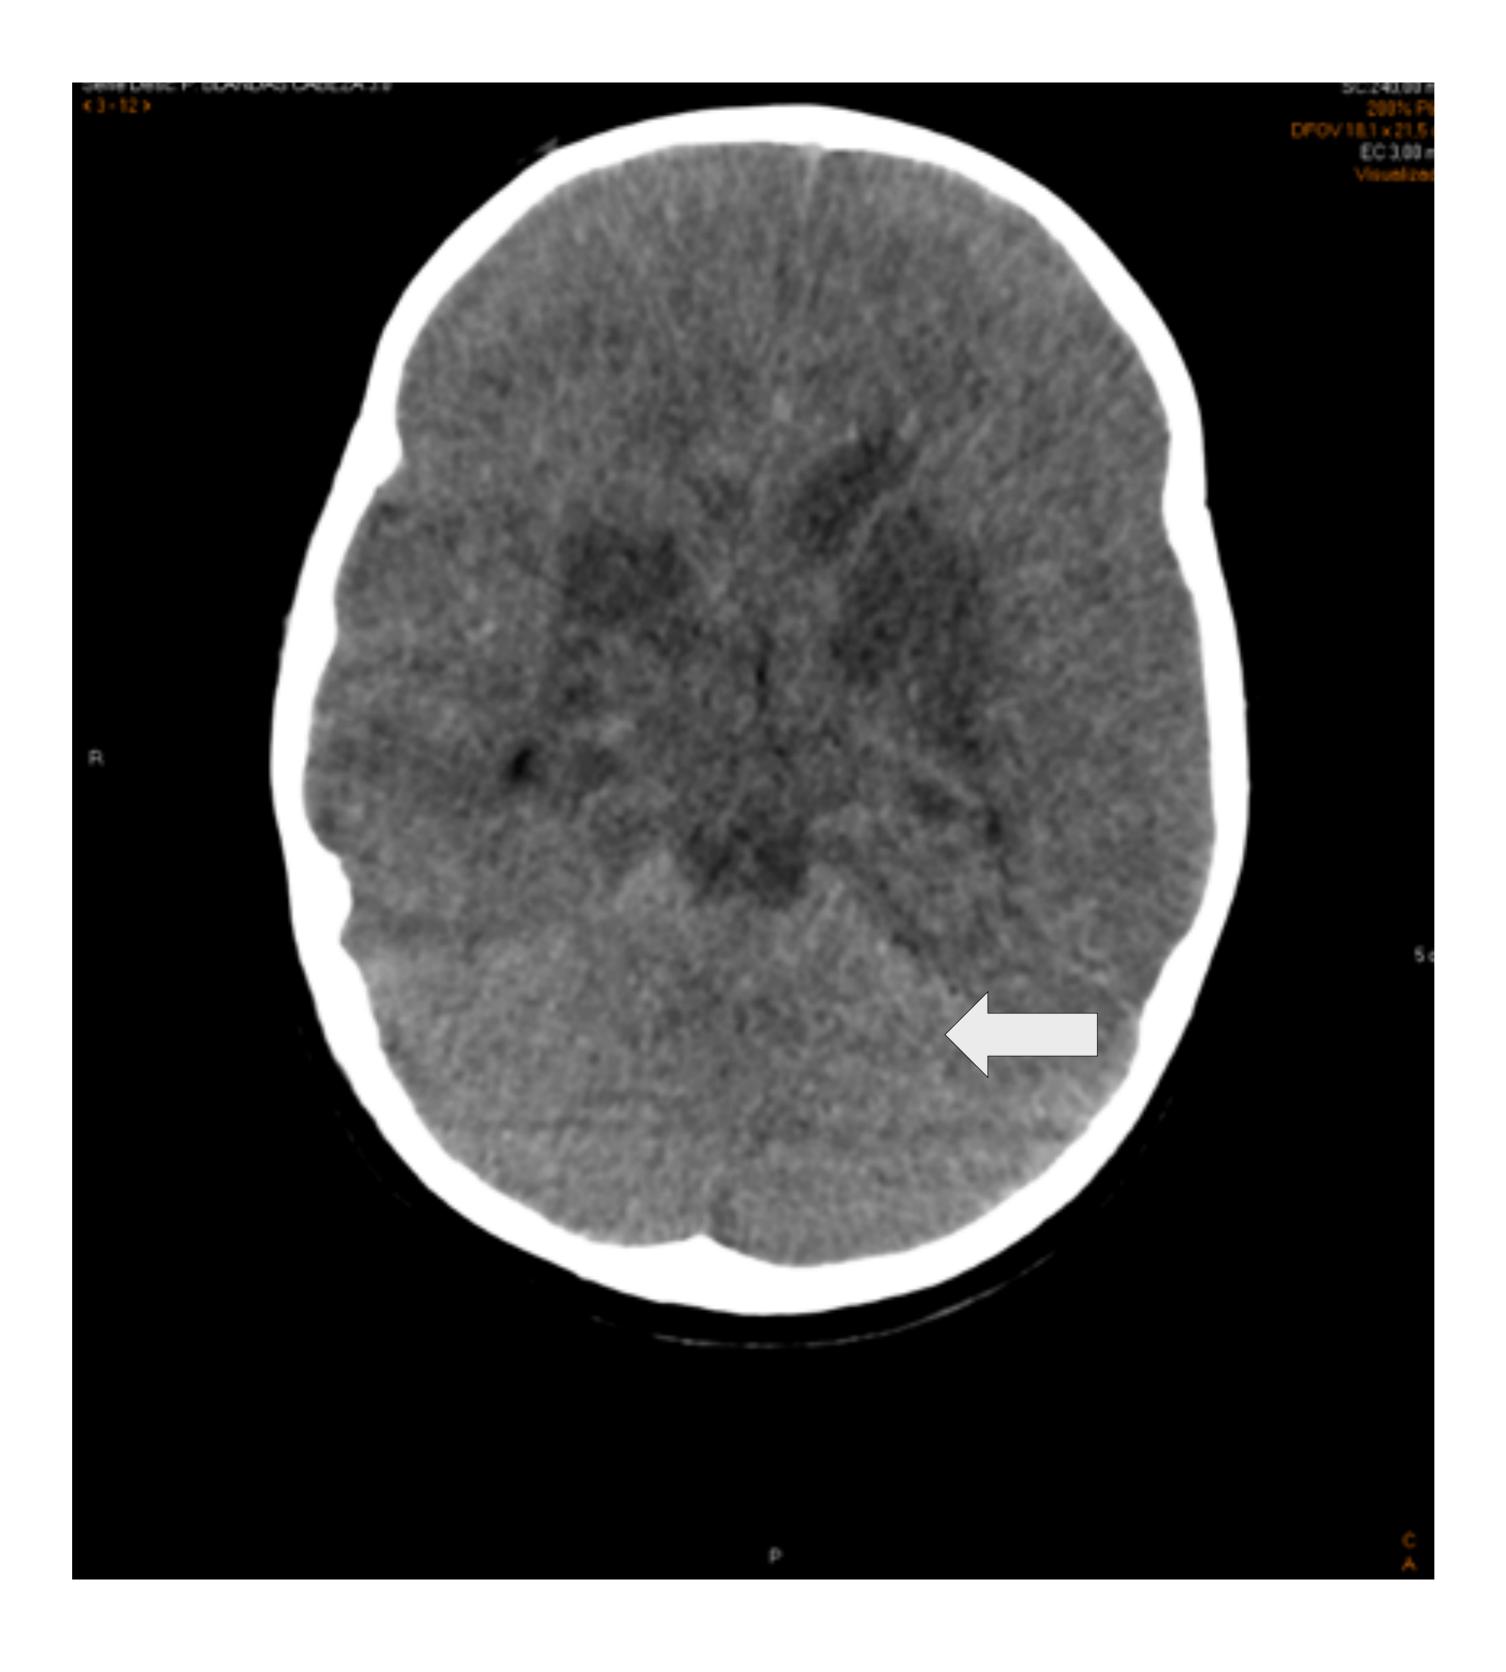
Cortes axiales de TC de cráneo sin contraste donde se visualiza el signo del cerebelo blanco e infarto de los núcleos grises bilaterales en paciente de 2 años tras ahogamiento.
